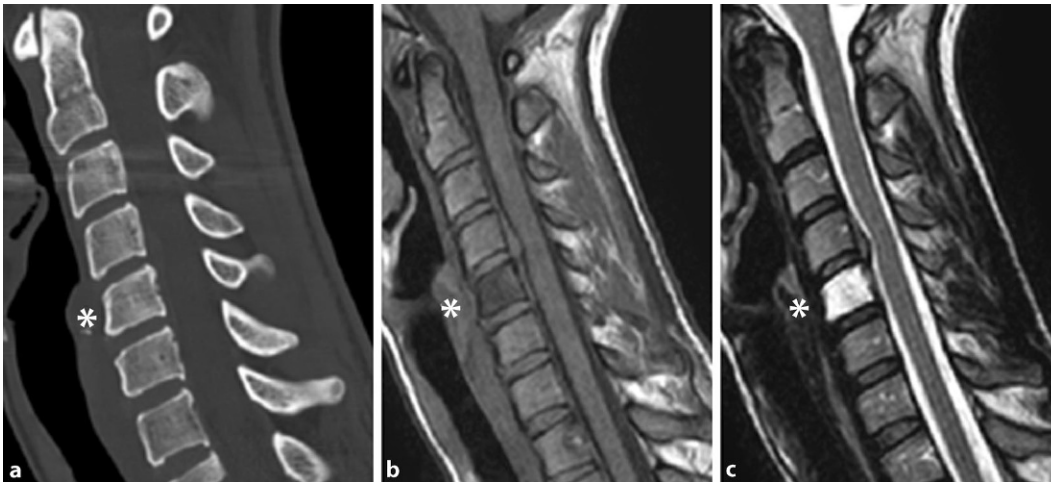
▲ Benigner notochordaler Tumor. a Im CT zeigen alle Wirbelkörper inkl. HWK 5 (Stern) eine gleichartige Konturierung und eine unauffällige knöcherne Binnenstruktur. Im MRT zeigt HWK 5 bei T1-Gewichtung (b) eine deutliche Signalminde- rung, während bei T2-Gewichtung (c) eine erhebliche Signalintensitätszunahme zu beobachten ist, ohne dass Konturveränderungen des Wirbelkörpers bestehen. (© Mit freundl. Genehmigung von Herrn Prof. Dr. K. Wörtler, Institut für Röntgendiagnostik der TU München, alle Rechte vorbehalten)
